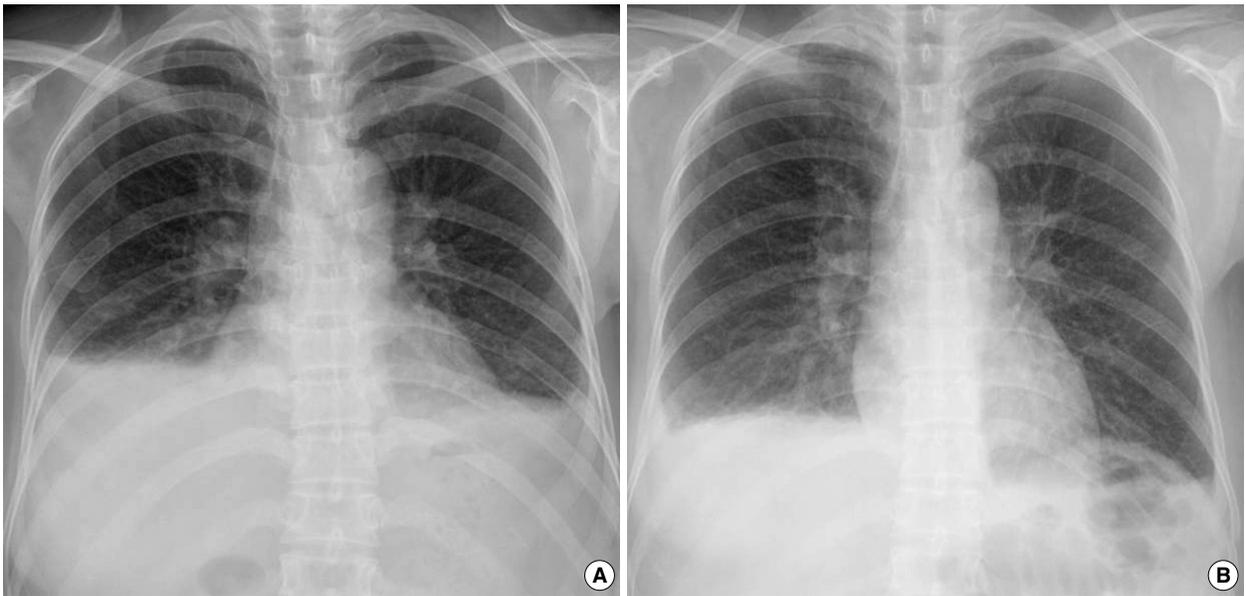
A posteroanterior chest radiograph shows pleural effusion with blunting on costophrenic angle at both sides (A). After treatment of diuretics for 2 days, decreased amount of pleural effusion are noted at both sides (B).
